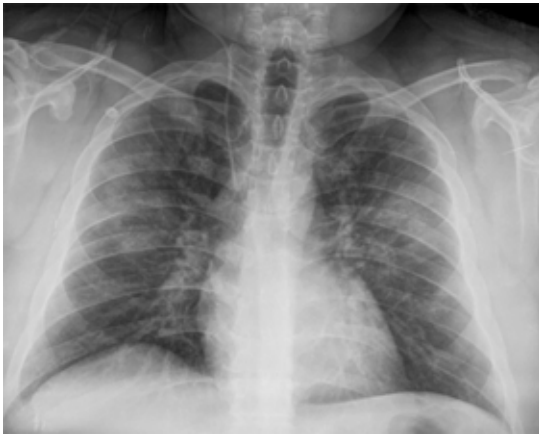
Telerradiografía de tórax de un paciente con hemorragia alveolar difusa en la que se observan imágenes radioopacas, bilaterales, difusas.
